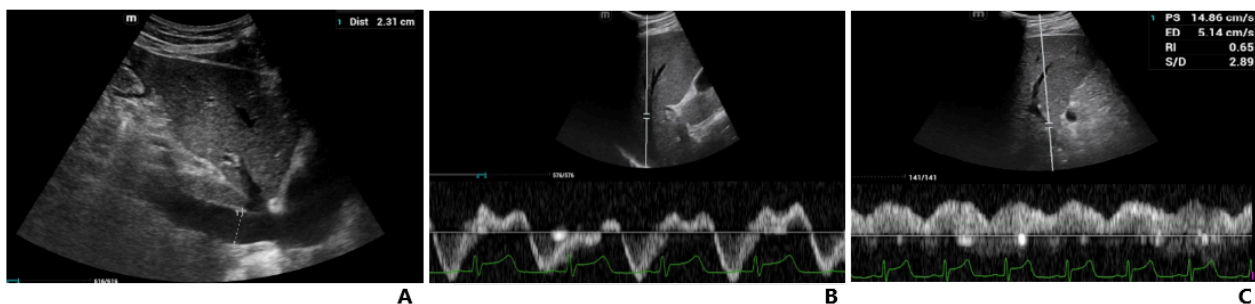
VExUS do 1º pós-operatório do paciente 1. A. Medida da veia cava inferior de 2,31 cm. B. Doppler da supra-hepática com presença de onda S reversa. C. Doppler da veia porta com pulsatilidade de 65%.
